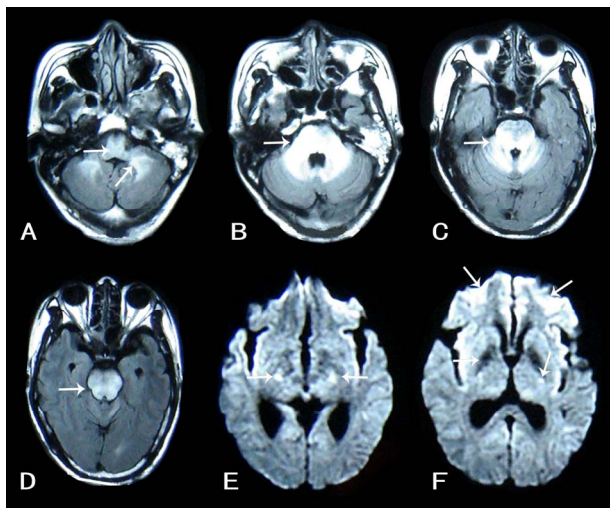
T2-weighted images show high signal intensity in this patient. A, B: Bilateral cerebellar hemispheres and medulla oblongata; C: Bilateral cerebellar and pons; D: Pons; E: Bilateral temporal cortex, intrnal capsule and thalamus; F: Bilateral frontal cortex, temporal cortex, intrnal capsule and thalamus
